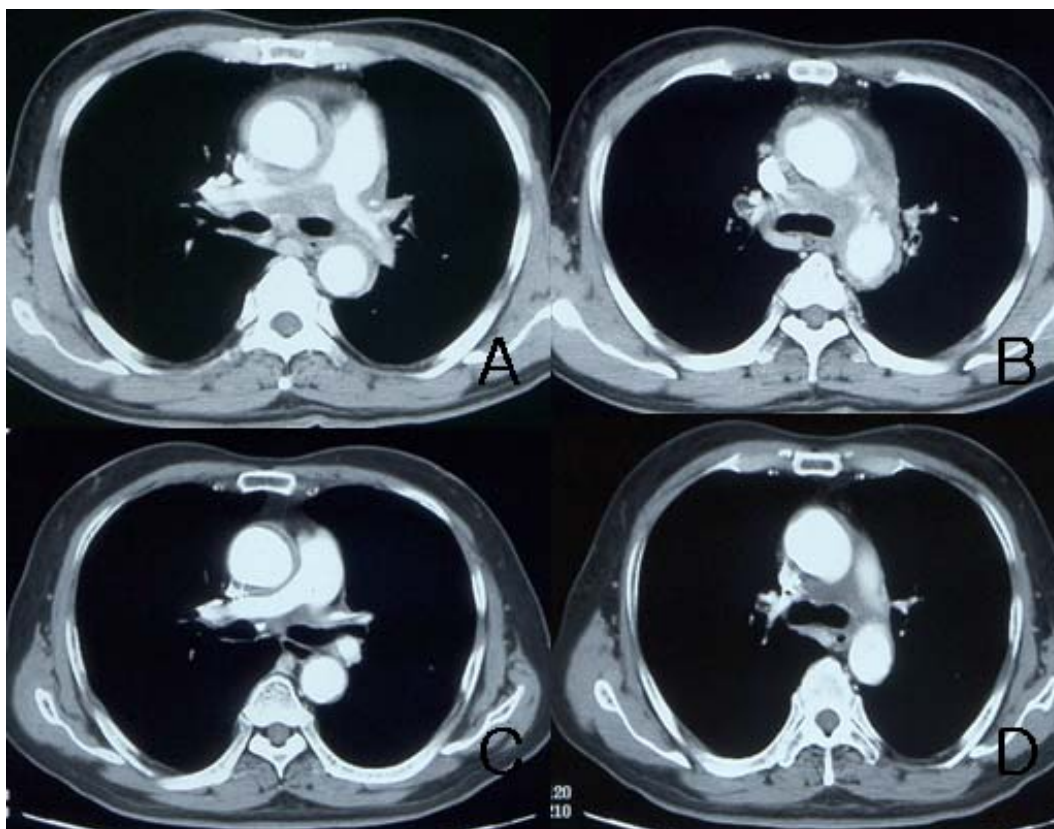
Panel A&B: Initial Chest CT: diffuse soft tissue lesion in mediastinum, pulmonary artery, ascending aorta and aortic arch. wall margin of aortic arch and pulmonary artery is irregular. Panel C&D: After 3 month Steroid therapy, Marked decreased soft tissue in mediastinum, pulmonary artery, ascending aorta and aortic arch on follow-up chest CT
